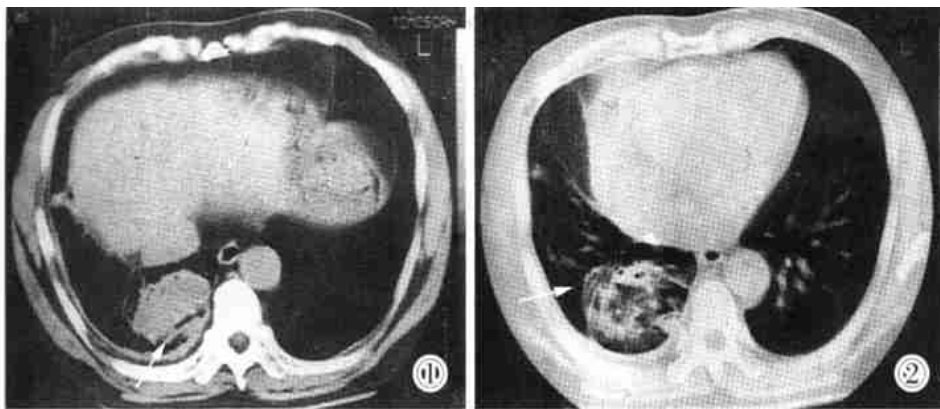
CT平扫纵隔窗示右下肺后基底段有一椭圆形肿块(→),大小 $7\text{cm} \times 6\text{cm} \times 5\text{cm}$,两侧边缘清晰锐利,前部可见血管及支气管弯向肿块,后部与增厚的胸膜成锐角并粘连。
